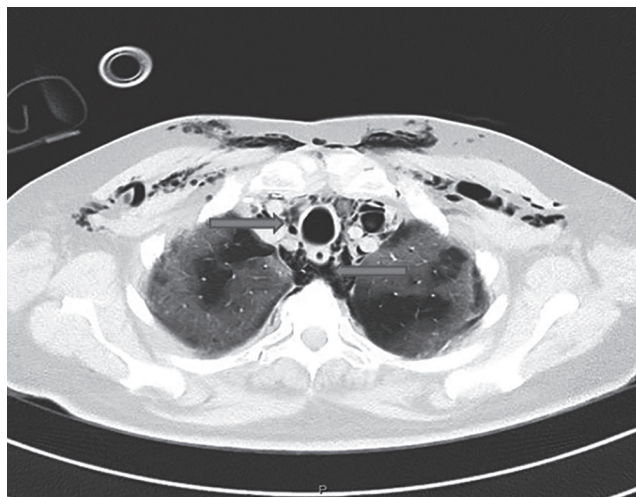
Компьютерная томография органов грудной клетки пациента А. Стрелками обозначены участки воздуха в средостении (фото авторов)
